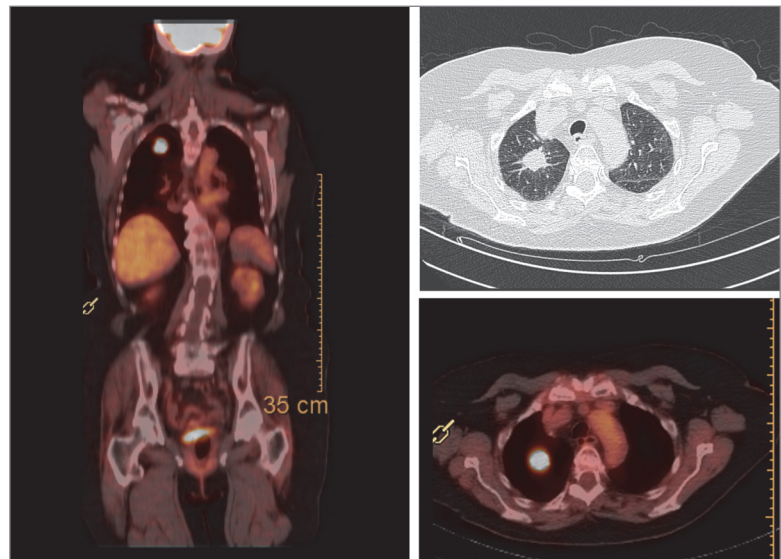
NSCLC im rechten Oberlappen. Der Primärtumor zeigt eine intensive FDG-Speicherung. Links fusionierte FDG-PET/CT in koronaler Schicht. Rechts oben CT im Lungenfenster in axialer Schicht, rechts unten fusionierte FDG-PET/CT in axialer Schicht.
